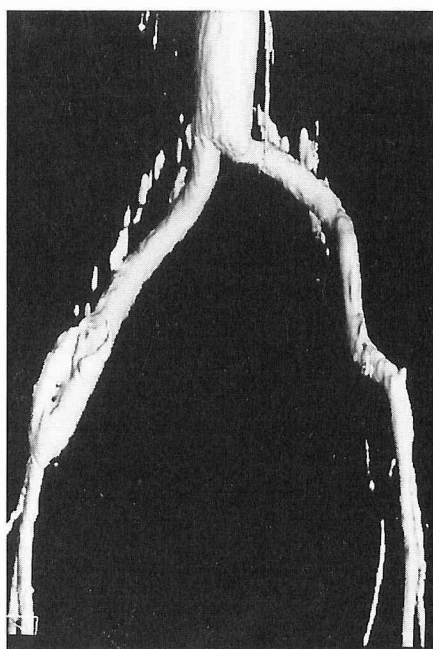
Y字グラフト置換術後8日目の三次元CT
